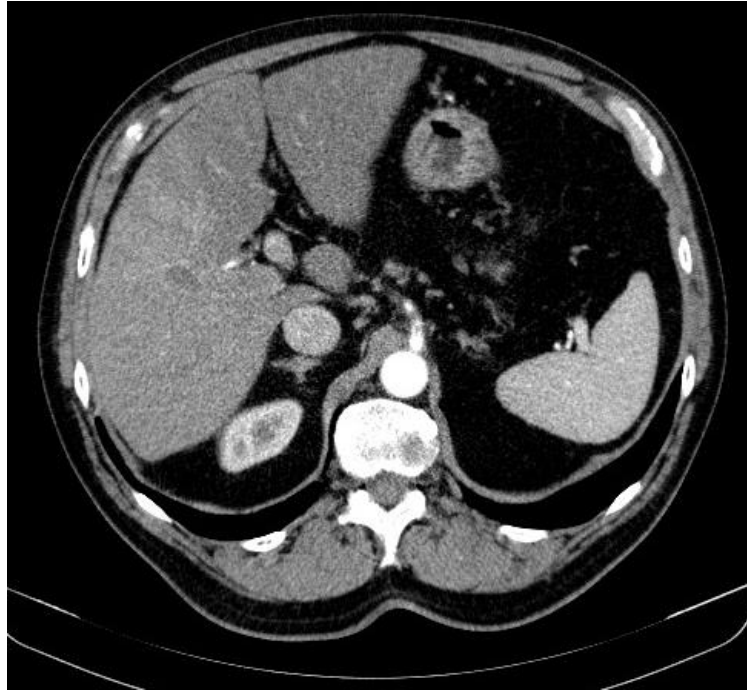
Axiální řez jater pacienta č. 2 na CT
